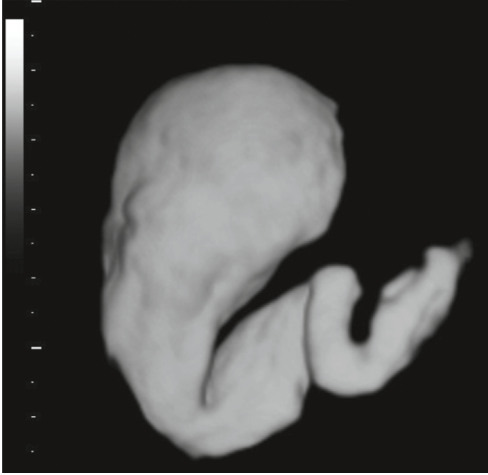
Échographie 3D avec reconstruction de volume permettant d'affirmer le diagnostic d'hydrosalpinx.
